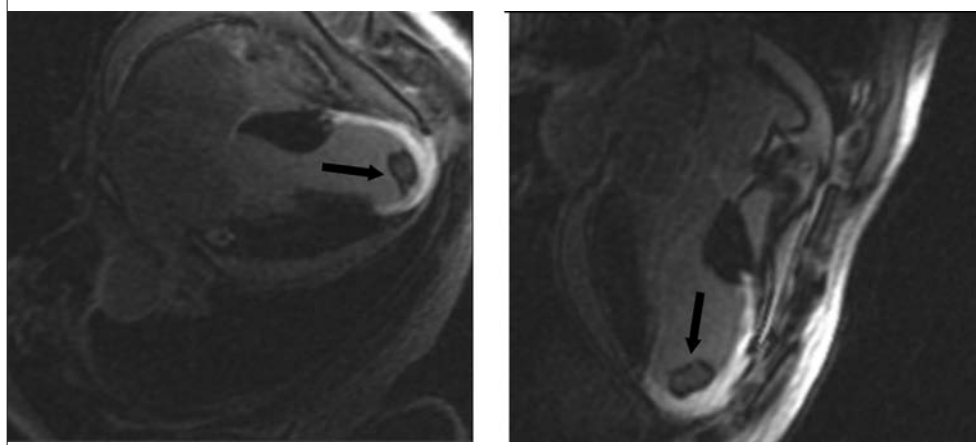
МРТ-зображення порожнини ЛШ у двокамерній позиції при трансмуральному ураженні в проекції верхівкового сегмента, бокової стінки ЛШ і н/З міжшлуночкової перегородки. У проекції верхівки ЛШ візуалізується пристінковий тромб (стрілка)
